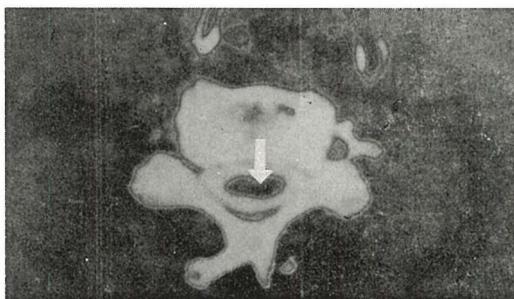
Cervikalni CT mijelogram (normalni nalaz), kontrastom ispunjeni perineuralni džep (strelica)
